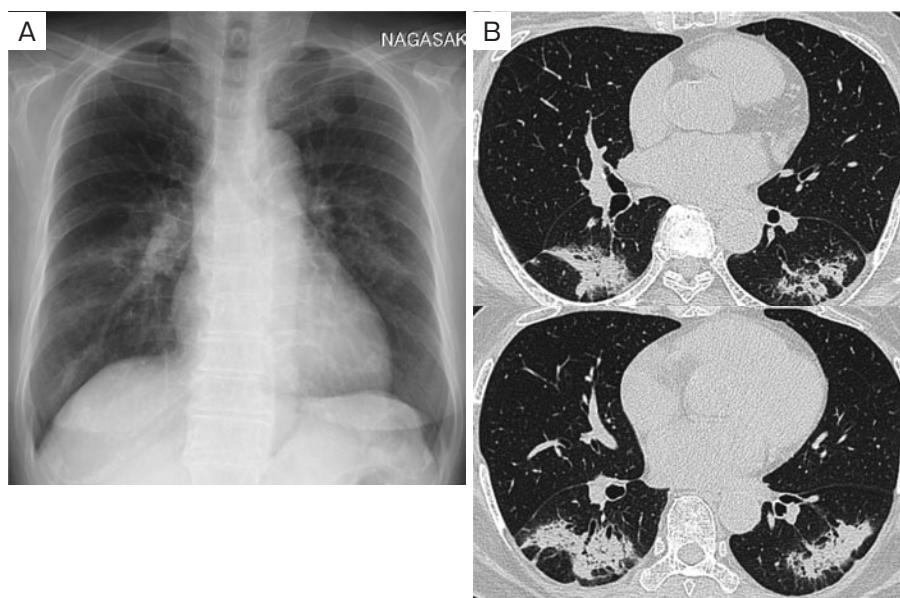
胸部画像所見. (A) 単純 X 線写真. 両側中肺野に浸潤影を認めた. (B) 入院時 CT. 両側下葉にコンソリデーションを認めた.
